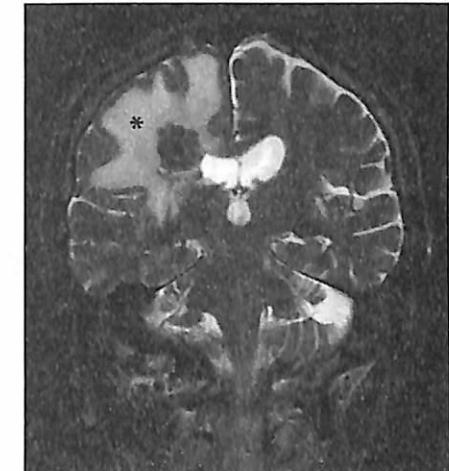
МРТ головного мозга, T2-взвешенное изображение. Вазогенный ОГМ (область отека обозначена звездочкой) при объемном образовании левого полушария головного мозга.
